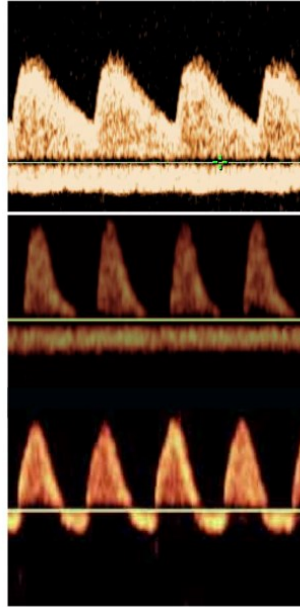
Dopplerflussimetria arteria ombelicale, in alto sani e in basso patologici
